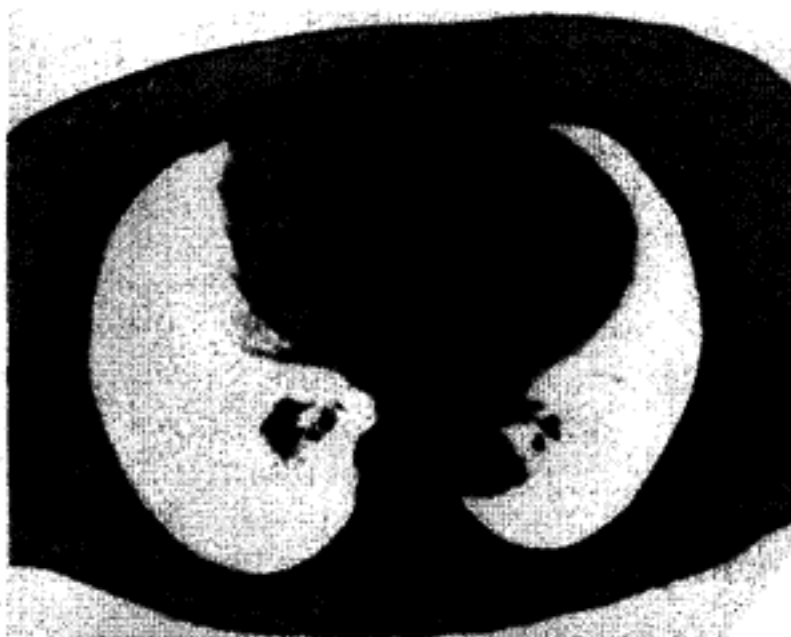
Кіста перикарда. Фрагмент комп'ютерної томограми.
